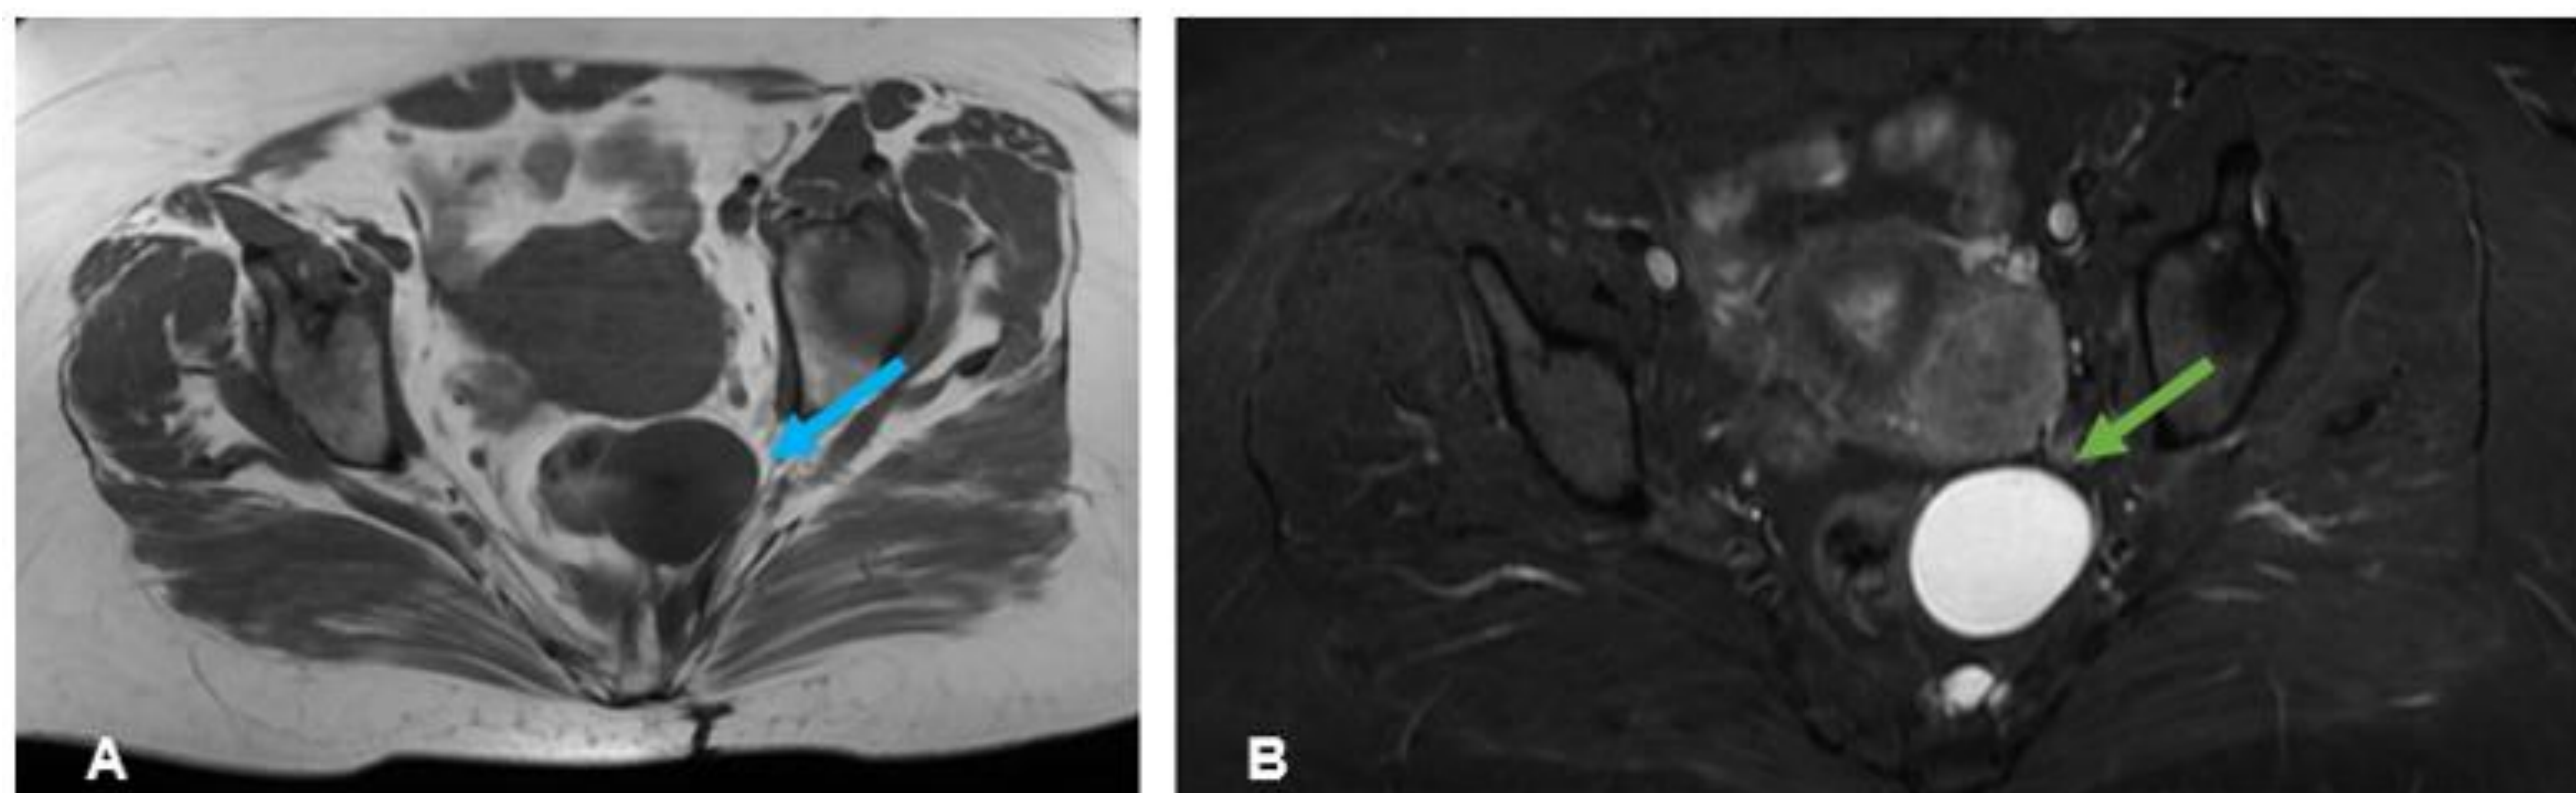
Quiste de duplicación. A) RM potenciada en T1 que muestra una lesión hipointensa adyacente al recto (flecha azul). B) RM STIR que muestra la misma lesión con alta señal (flecha verde), no se consigue identificar clara conexión con la luz rectal
